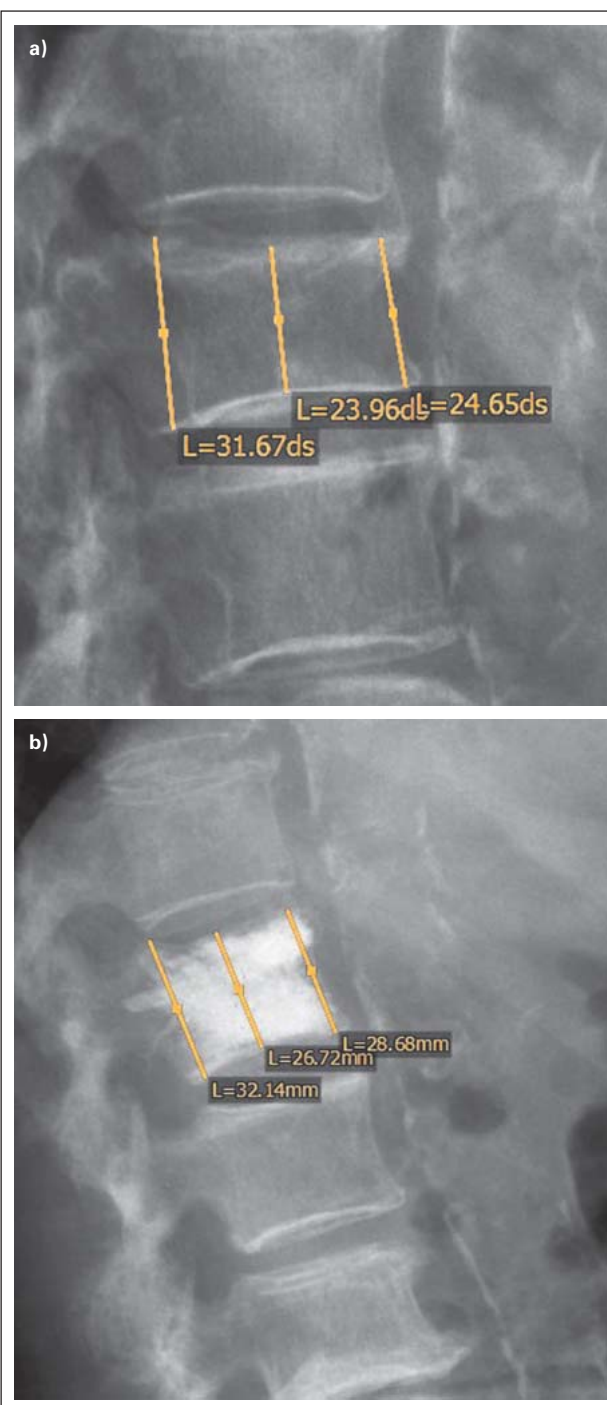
Im seitlichen Röntgen zeigt sich eine deutliche anatomische Korrektur der Deckplatte des LWK I im Vergleich von (a) prä-OP und (b) post-OP mit gleichmäßiger Zementverteilung ohne fassbaren Zementaustritt
